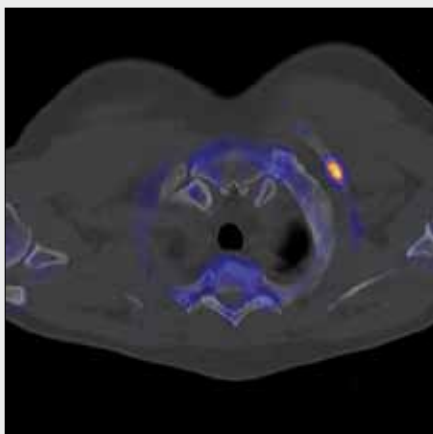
Osteoplastické metastázy, karcinom prostaty. A – PET, celotělová rekonstrukce MIP; B, C, D – CT, fúze PET/CT a PET metastázy v prvním žeburu; E, F, G – CT, fúze PET/CT a PET metastázy v lopatě kosti kyčelní
